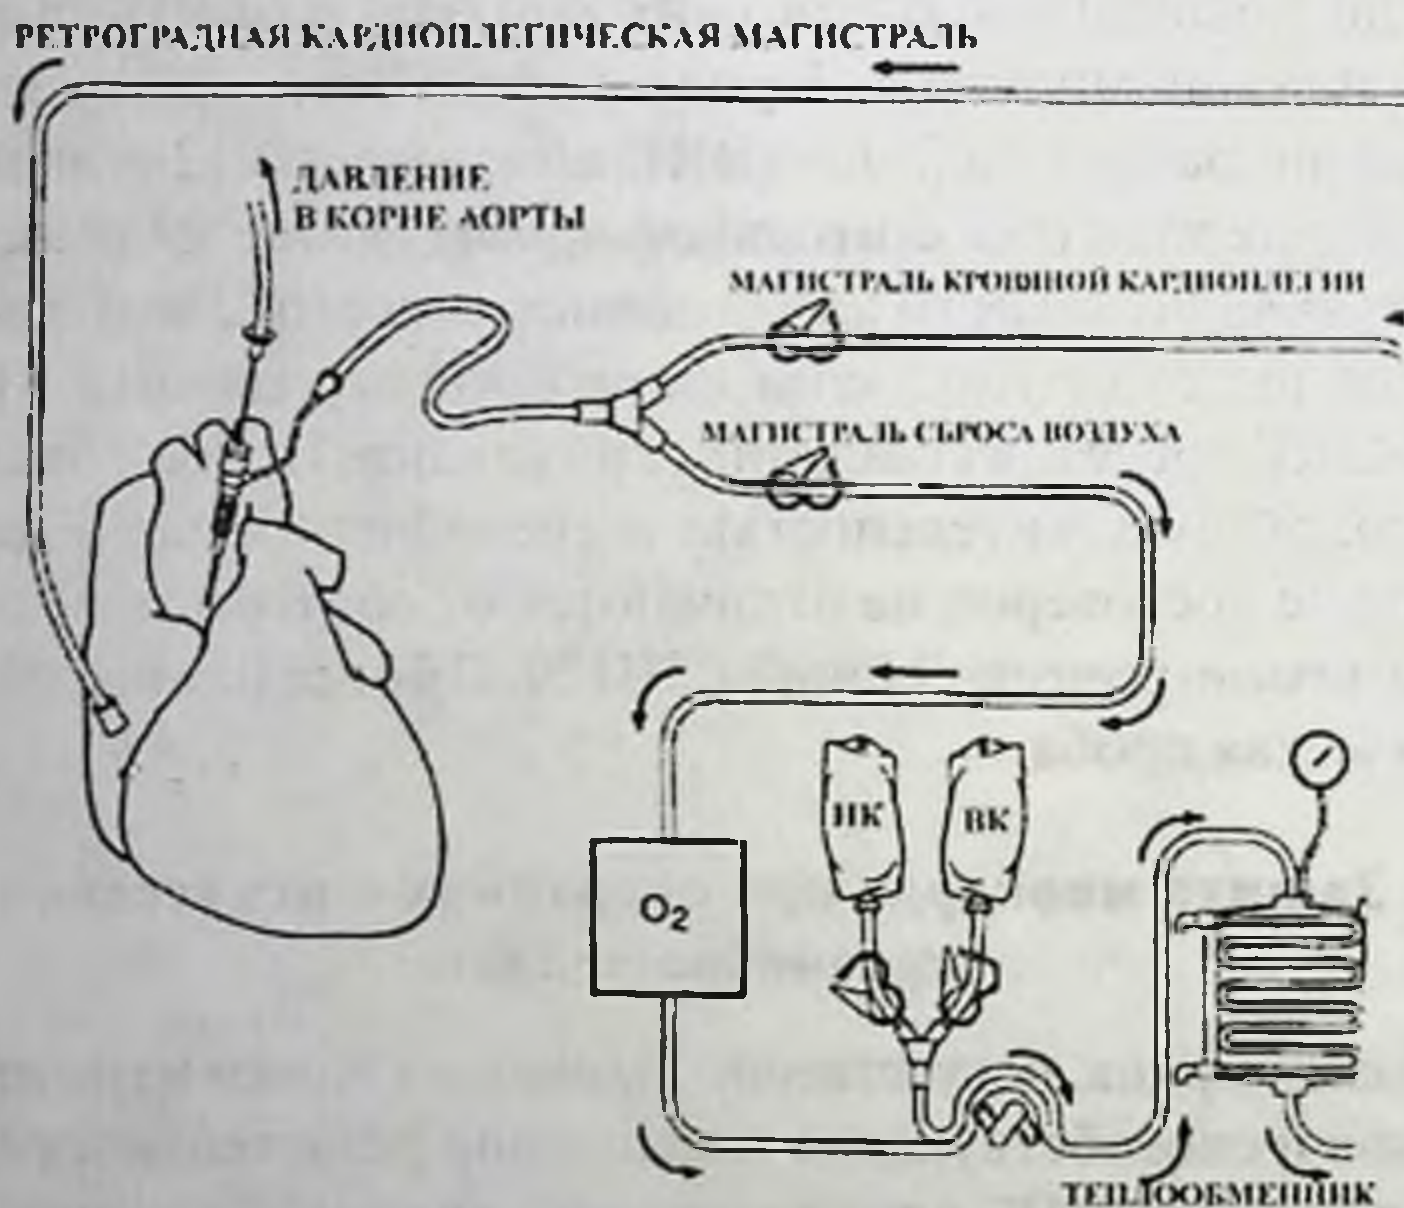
Кардиоплегический контур. Два резервуара с кристаллоидными растворами (индукционный раствор с высокой концентрацией калия (ВК) и поддерживающий низкокалиевый (НК) раствор) селективно смешиваются с кровью из оксигенатора (O_2) с помощью роликового насоса. Температура кровяного кардиоплегического раствора (ККР) регулируется в теплообменнике. ККР доставляется антеградно в корень аорты (антеградная кардиоплегическая магистраль) или ретроградно через канюлю, установленную через правое предсердие в коронарный синус (ретроградная кардиоплегическая магистраль). Доставка кардиоплегии контролируется перфузиологом.
